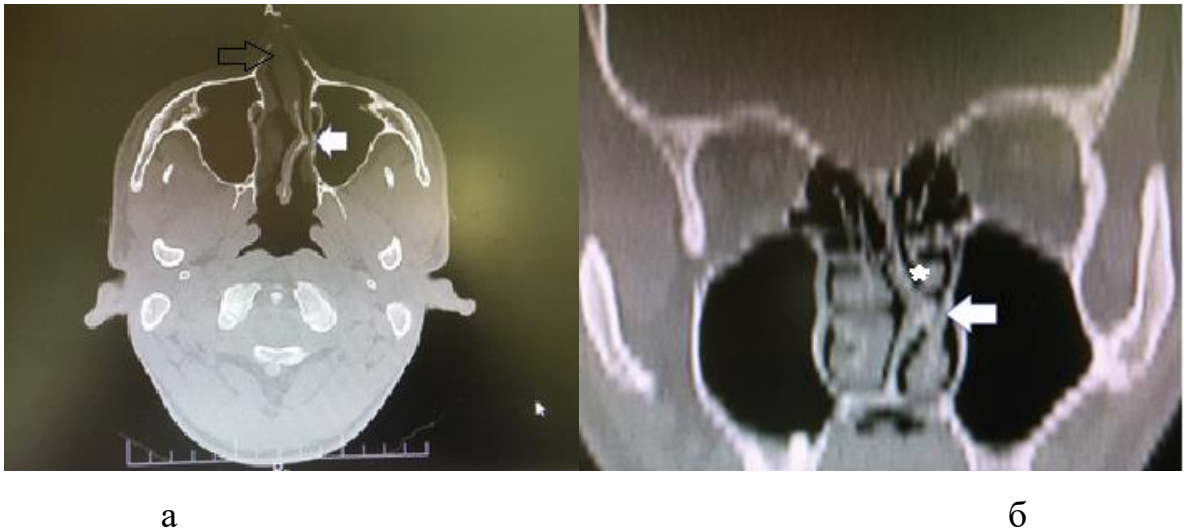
КТ пациента с 7-м типом искривления перегородки носа в аксиальном (а) и фронтальном (б) срезах: белая стрелка - гребень перегородки носа, черная - подвывих четырёхугольного хряща, звездочка – смещение перпендикулярной пластинки решетчатой кости.
